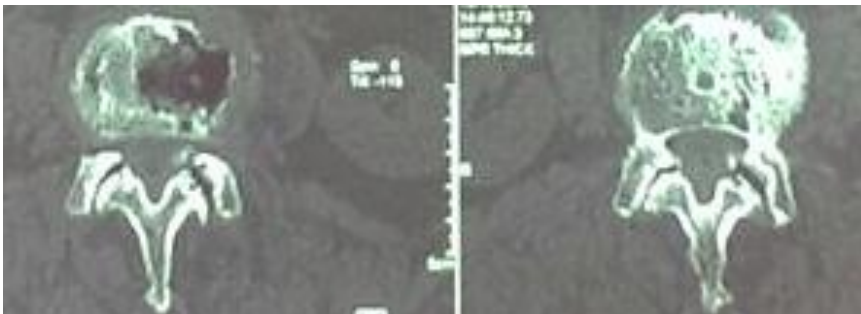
Tomografía computarizada en cortes axiales, donde se demuestra la estenosis del canal lumbar a nivel central, vemos signos de osteoporosis.
